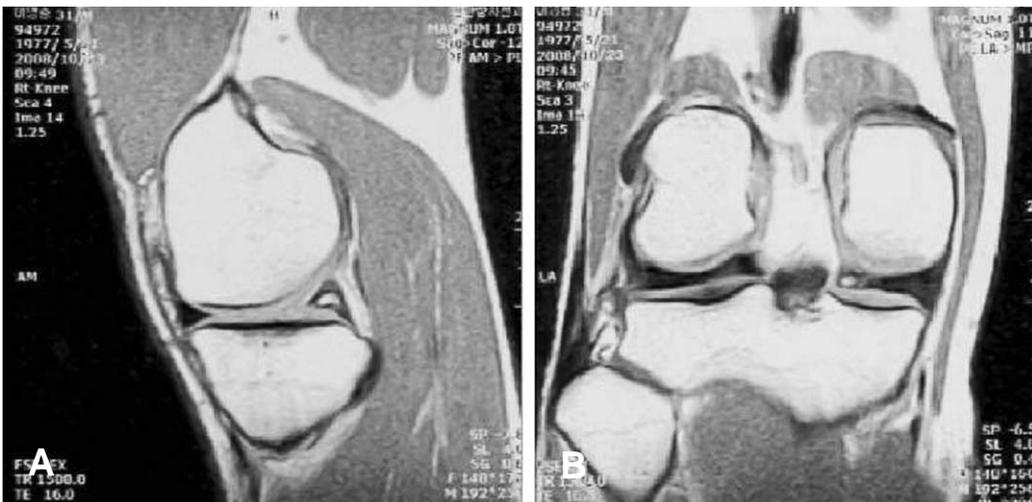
T2-weighted MR images of the left knee (A, B) show meniscal ossicle with high signal intensity in posterior horn of medial meniscus.
